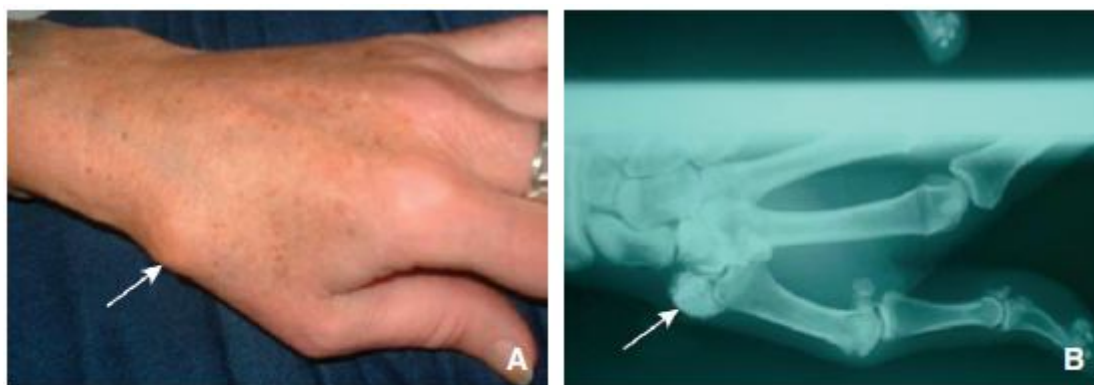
Lésion de calcinose (A, flèche) visible sur la radiographie conventionnelle (B, flèche) [49]
